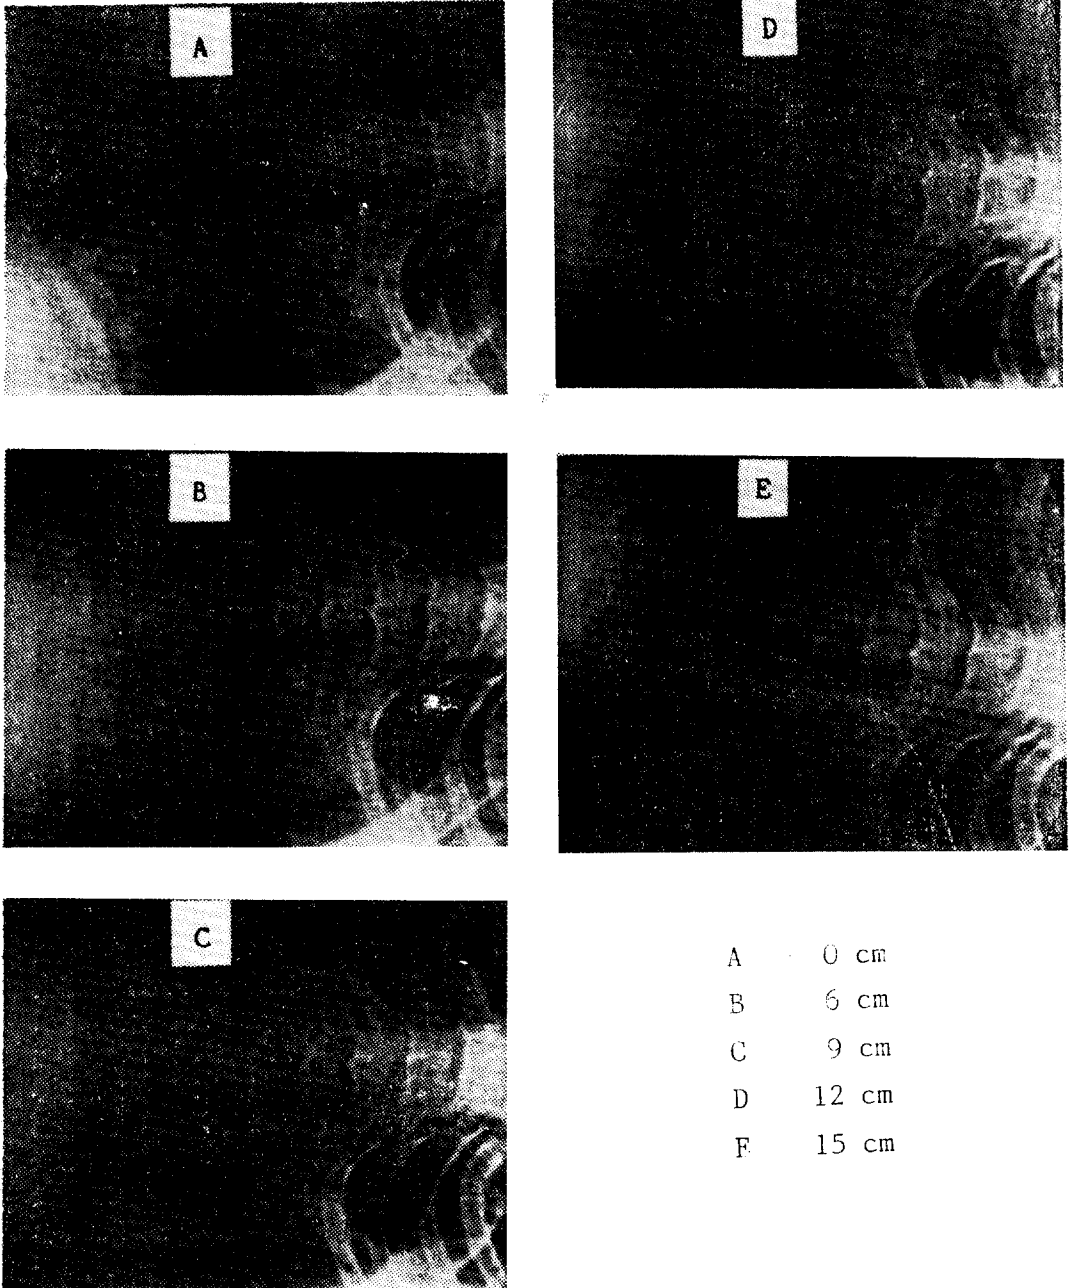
X-ray pictures of the cervical vertebrae.
